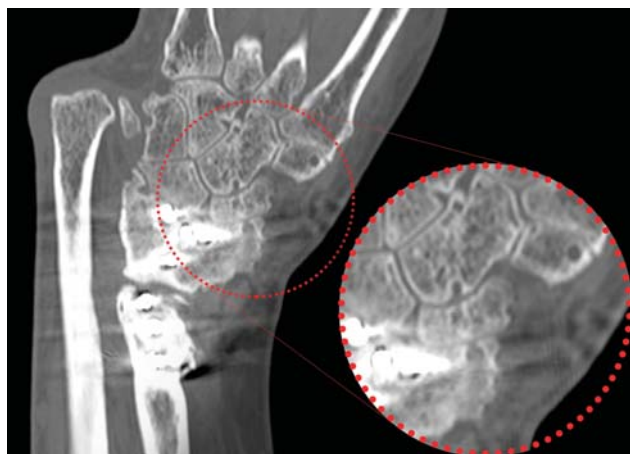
(color): Corte coronal de imagen de TAC de paciente con PEDR tipo III. Véase cambios degenerativos asociados en el nivel de la articulación mediocarpiana. En estos casos, debemos considerar la artrodesis como tratamiento inicial en lugar de técnicas reconstructivas.
